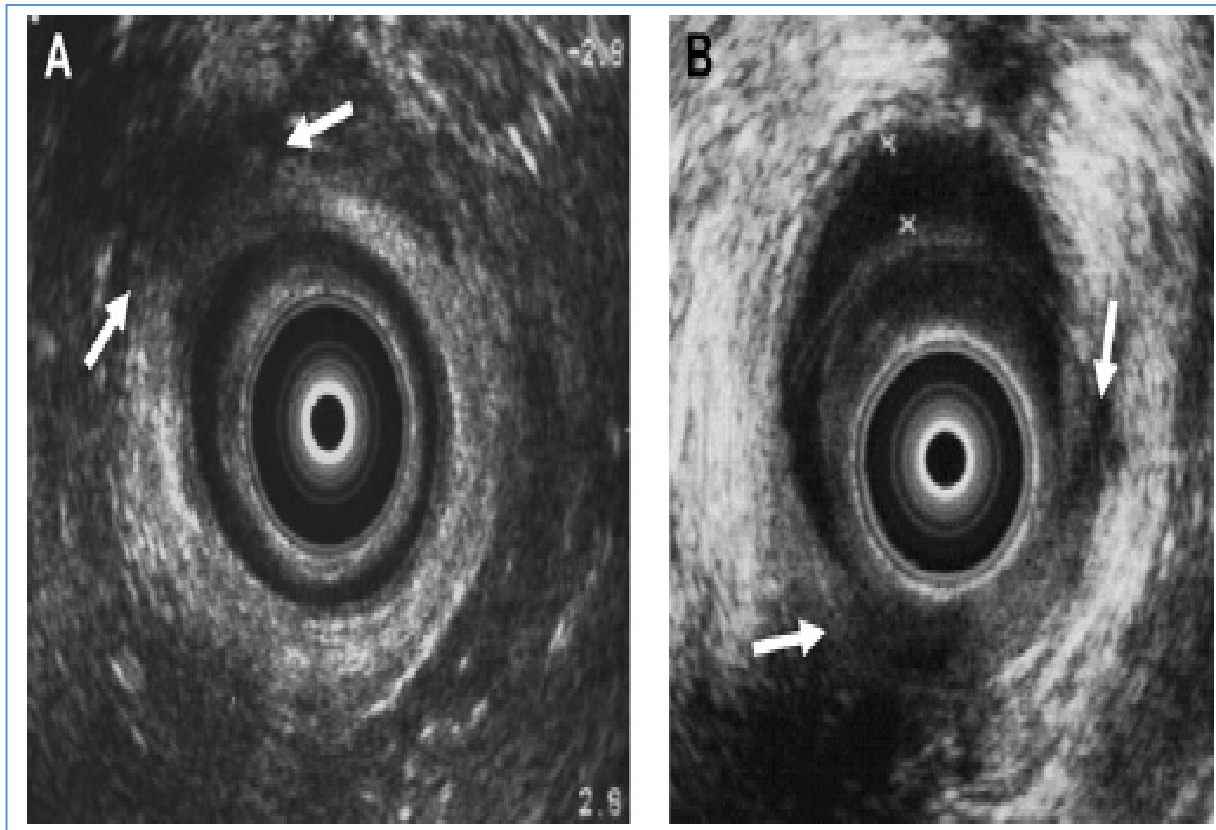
Deux lésions du sphincter anale mises en évidence par l'échographie endo-anale [61].
